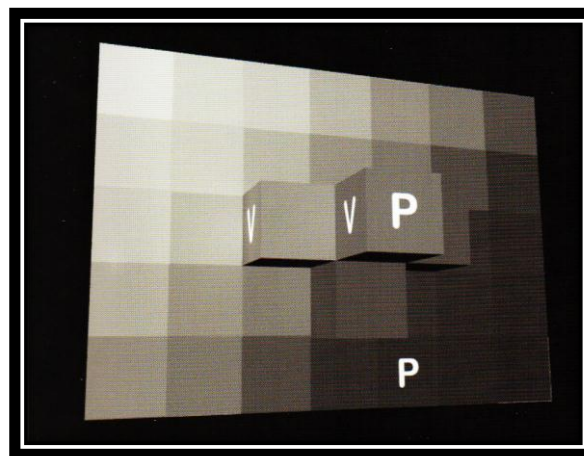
Elementos constituyentes de las imágenes de TC. P: Pixel y V: Voxel.⁶ⁱ
